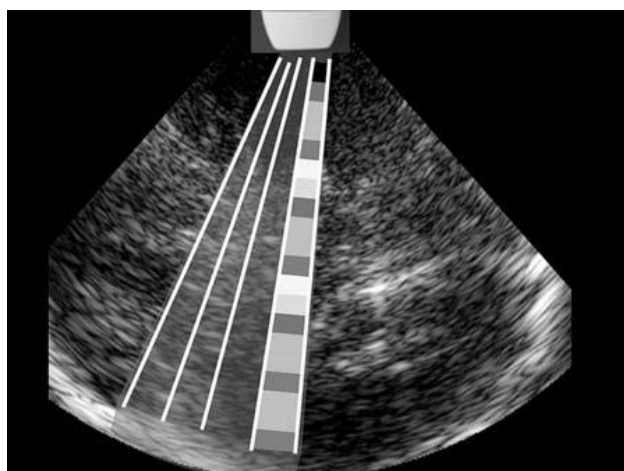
Imagem obtida através do modo-B. De notar que o brilho da imagem depende da amplitude dos ultrassons refletidos que atingem o transdutor. Diferentes estruturas e tecidos vão gerar intensidades diferentes de acordo com as suas propriedades.
